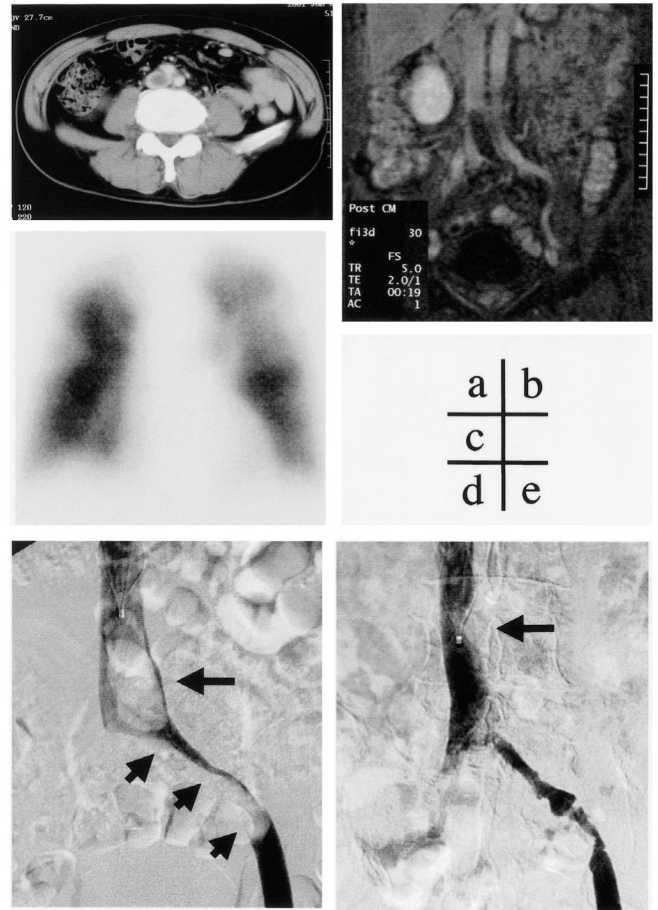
a, Abdominal CT scans obtained in case 2 reveal a floating thrombus in the IVC. b, Magnetic Resonance Imaging image (T1 contrast, post contrast medium) shows a large thrombus in the IVC and the left common iliac vein. c, Lung blood perfusion scans with 99mTc show multiple defects in both lung fields (AP view). d, Inferior venocavography shows a large thrombus in the IVC and the left iliac vein, and a temporary IVC filter is placed just above the thrombus. e, A large thrombus is entrapped by the IVC filter after thrombectomy.
